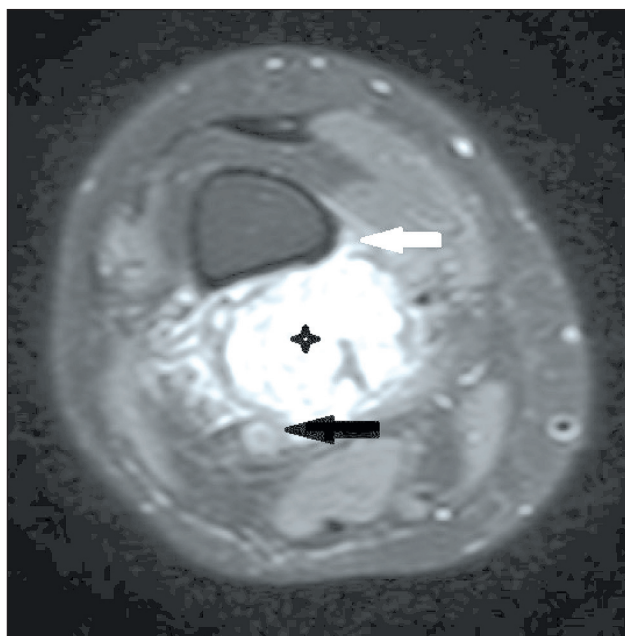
МРТ правого коленного сустава. Режим T2 с жироподавлением. Черной звездочкой отмечено образование кистозно-солидного строения с преобладанием солидного. По медиальной поверхности бедренной кости определяется линейная реакция надкостницы (белая стрелка). Образование прилежит к подколенной артерии (черная стрелка)
